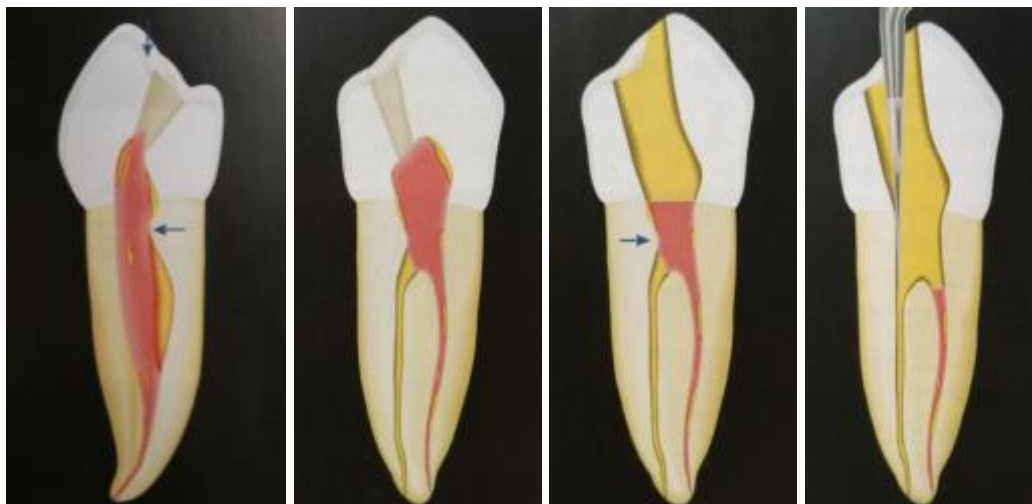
Flechas indican interferencias. Corrección del acceso con punta de ultrasonido.⁸
